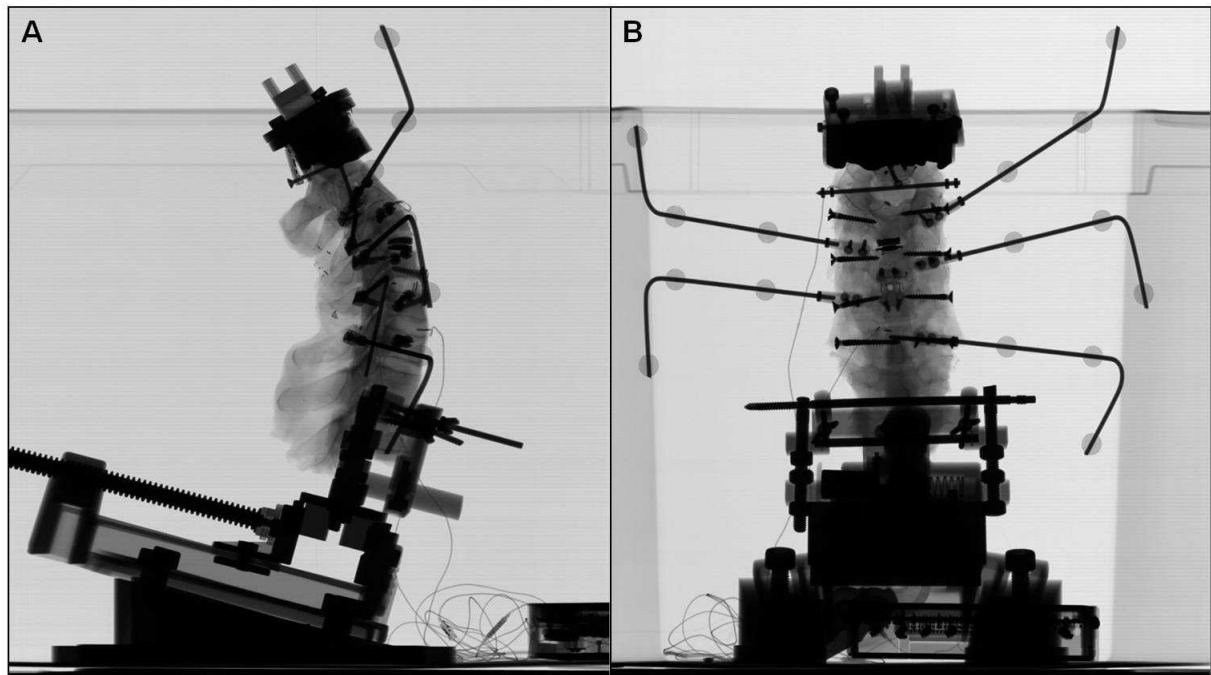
Stéréoradiographies biplanaires de profil (A) et de face (B).
